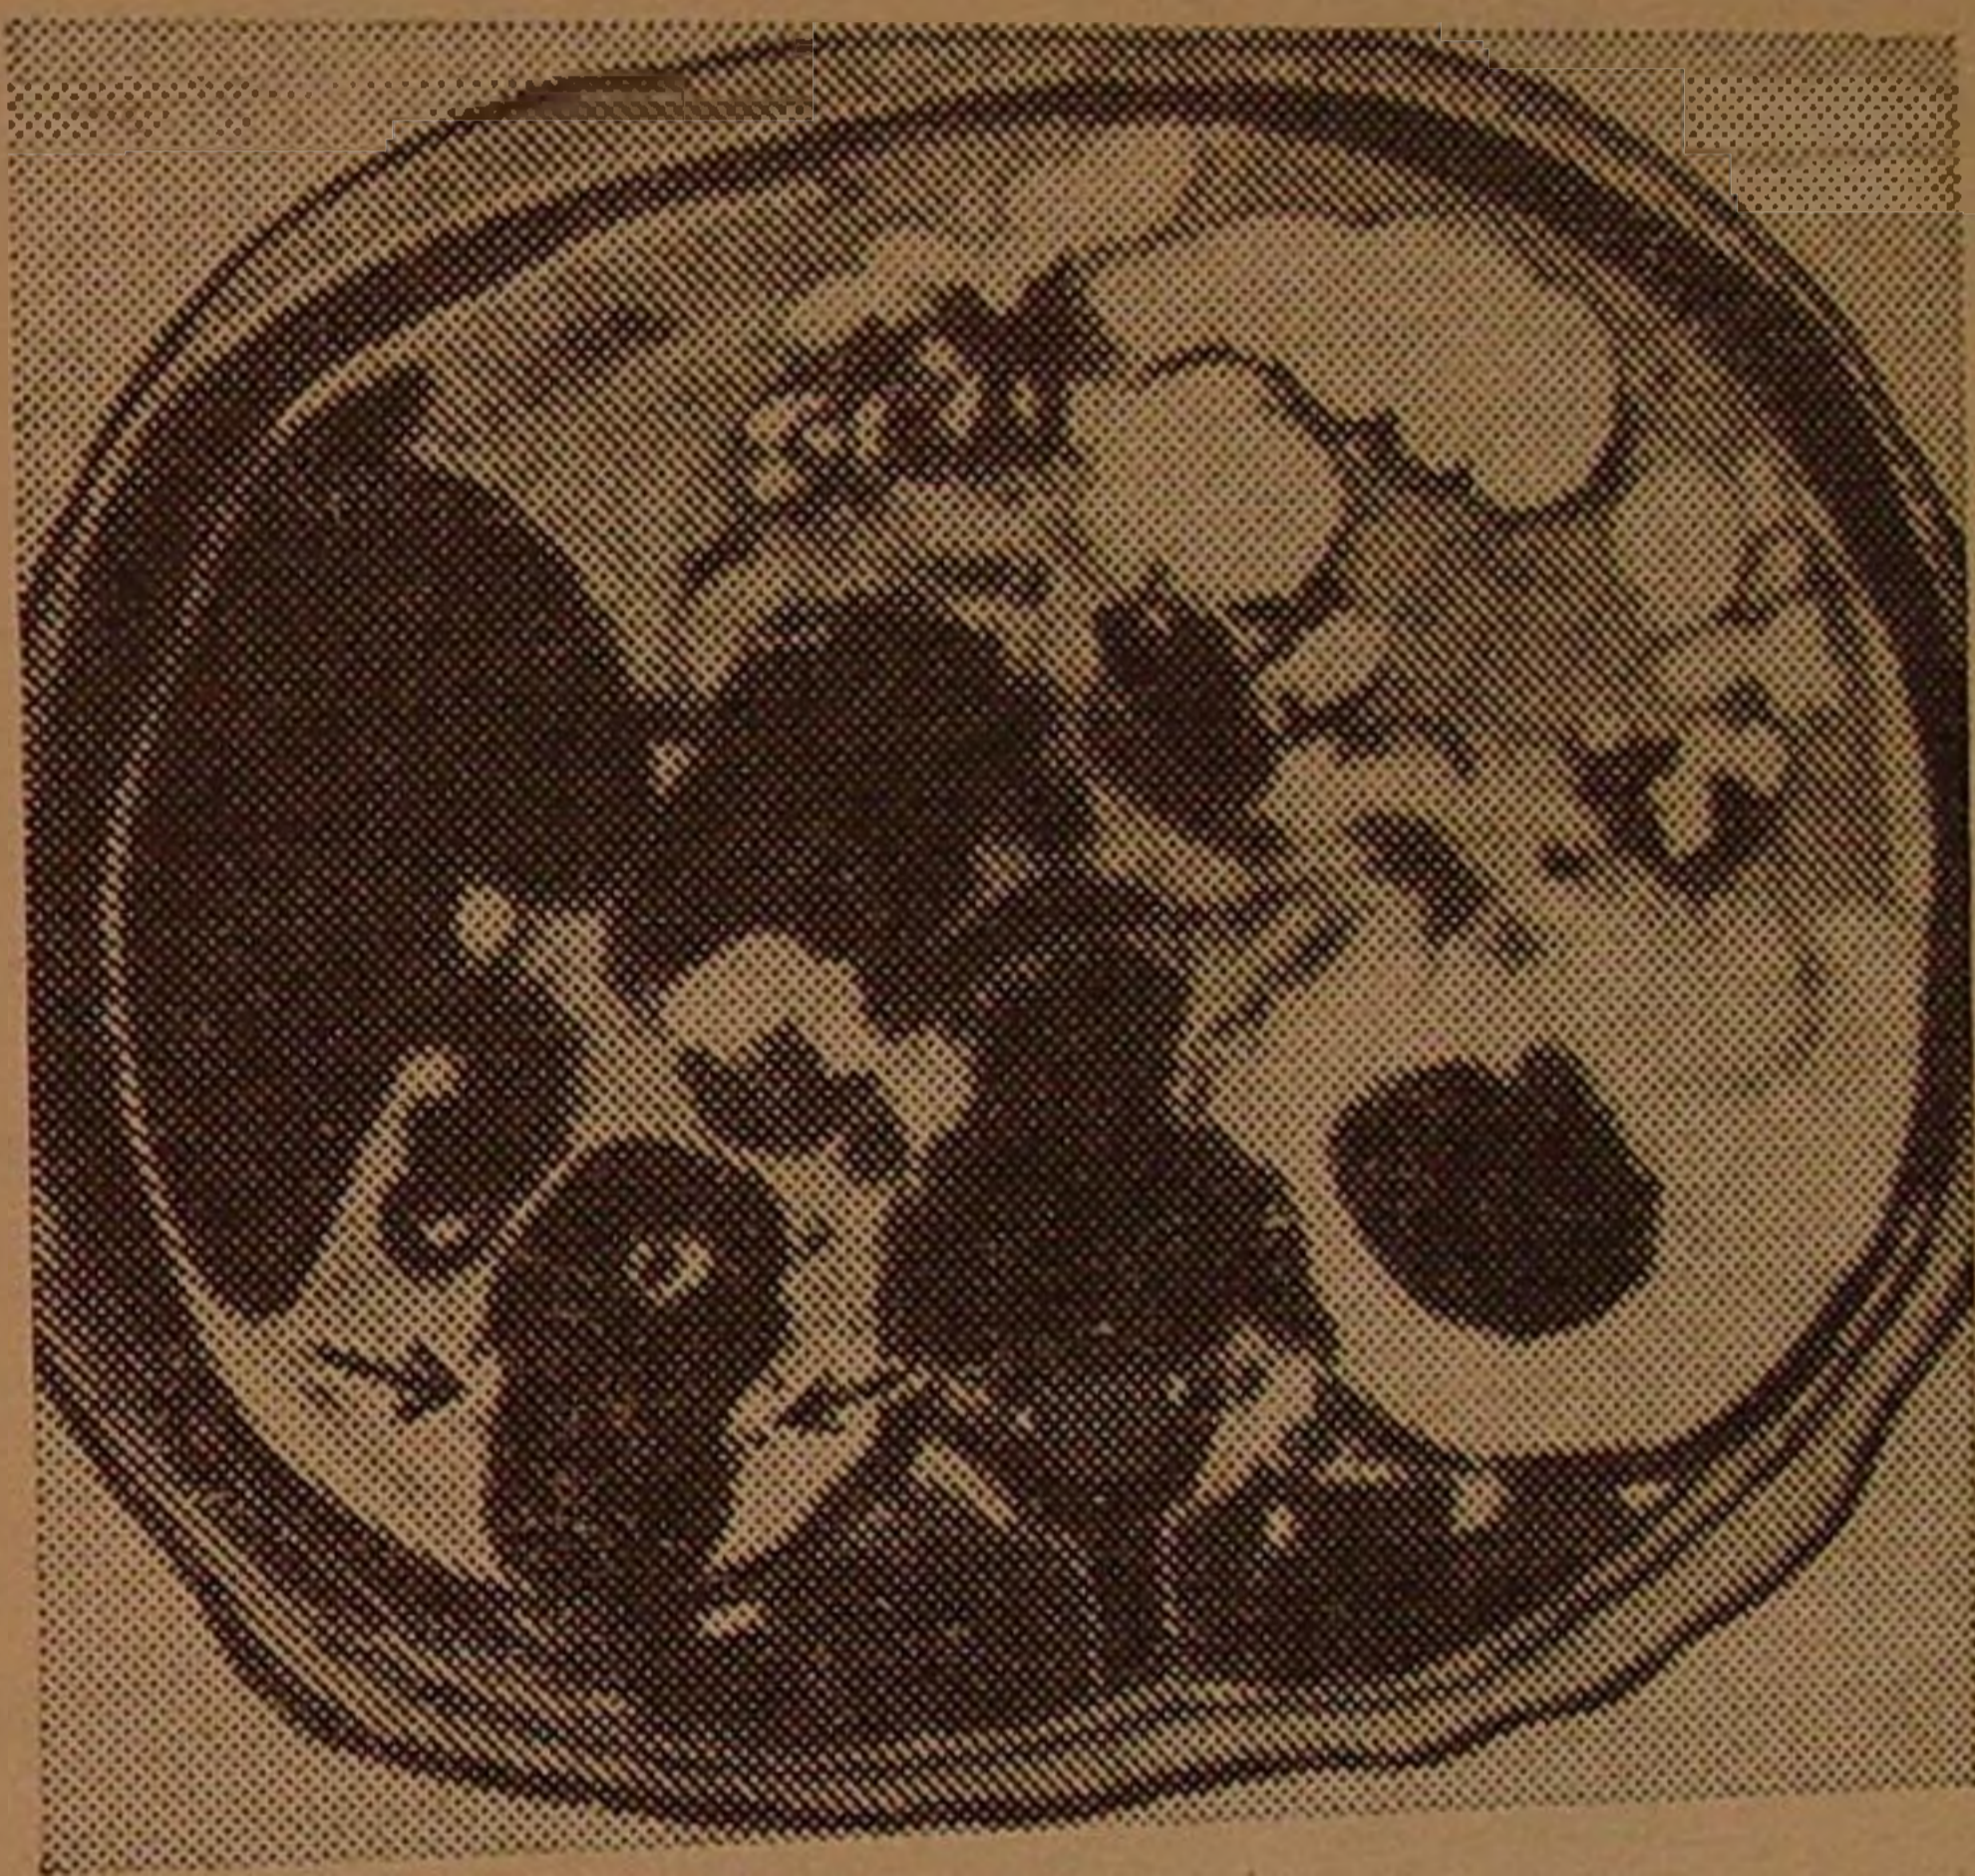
Компьютерная томограмма. Камень правой почки
